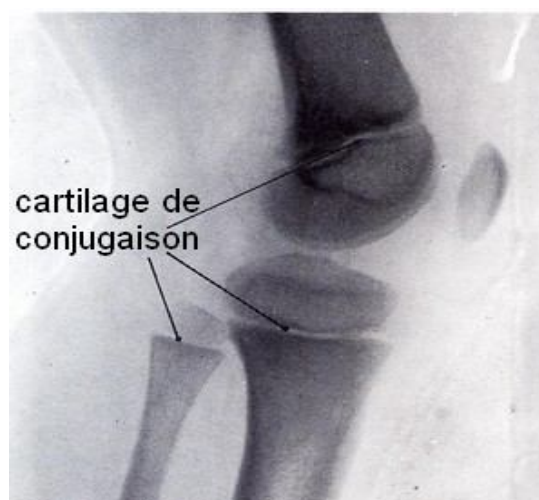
Radiographie du genou chez un enfant. [9,10]
